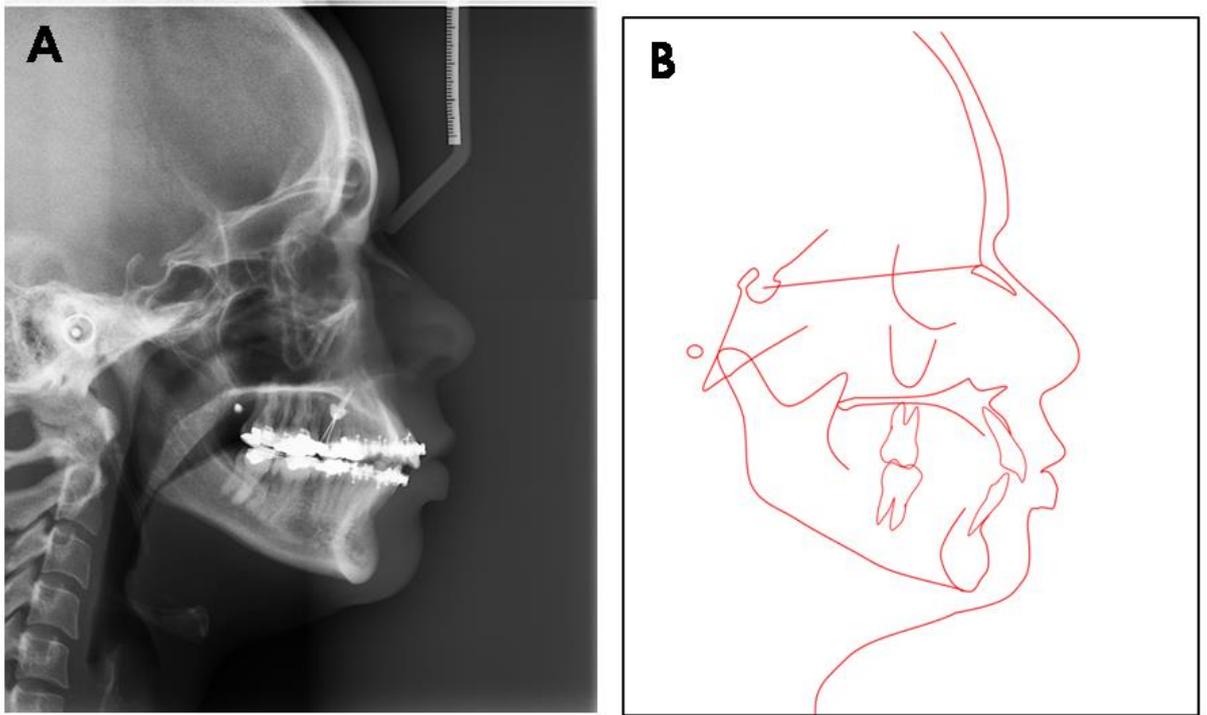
A - Teleradiografia de perfil final; B - Traçado final
